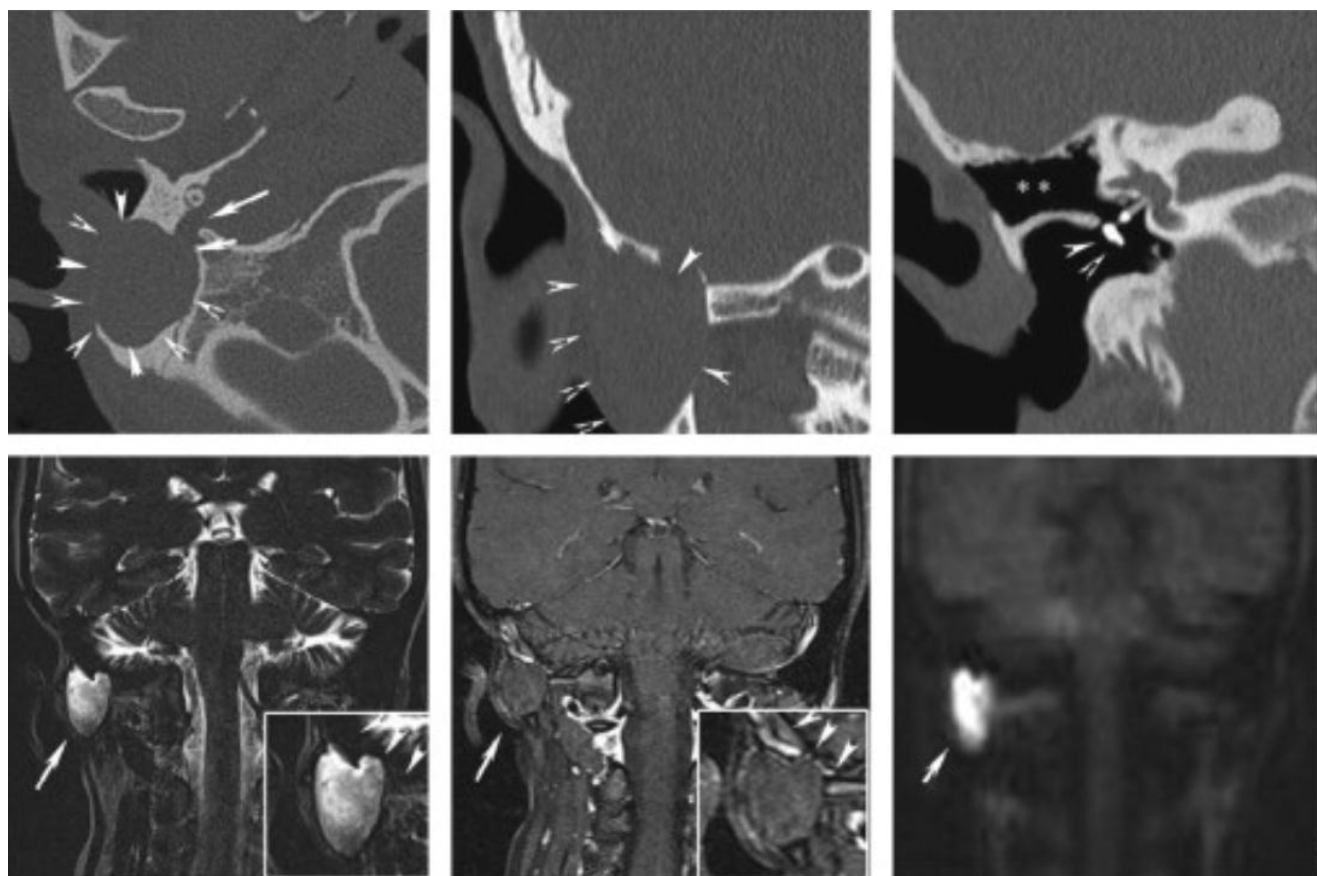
Récidive mastoïdienne d'un cholestéatome primitif. Découverte fortuite d'une masse lytique chez une patiente opérée 2 ans auparavant pour cholestéatome. TDM en reconstruction axiale (a) et coronale (b et c) : stigmates opératoires d'antromastoïdectomie en technique fermée avec prothèse ossiculaire partielle et masse lytique de la mastoïde avec lyse de la paroi postérieure du foramen stylomastoïdien. En IRM, cette lésion présente un signal caractéristique de cholestéatome : hyper signal T2, absence de réhaussement retardé à 45 min en T1, et hypersignal en diffusion. [7]
